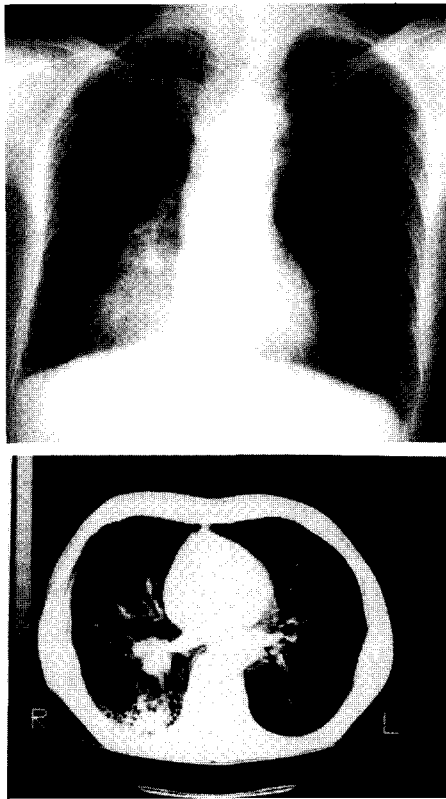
Preoperative Chest PA and CT scan showing a mass in the right lower lobe and emphysematous change on both lung.
